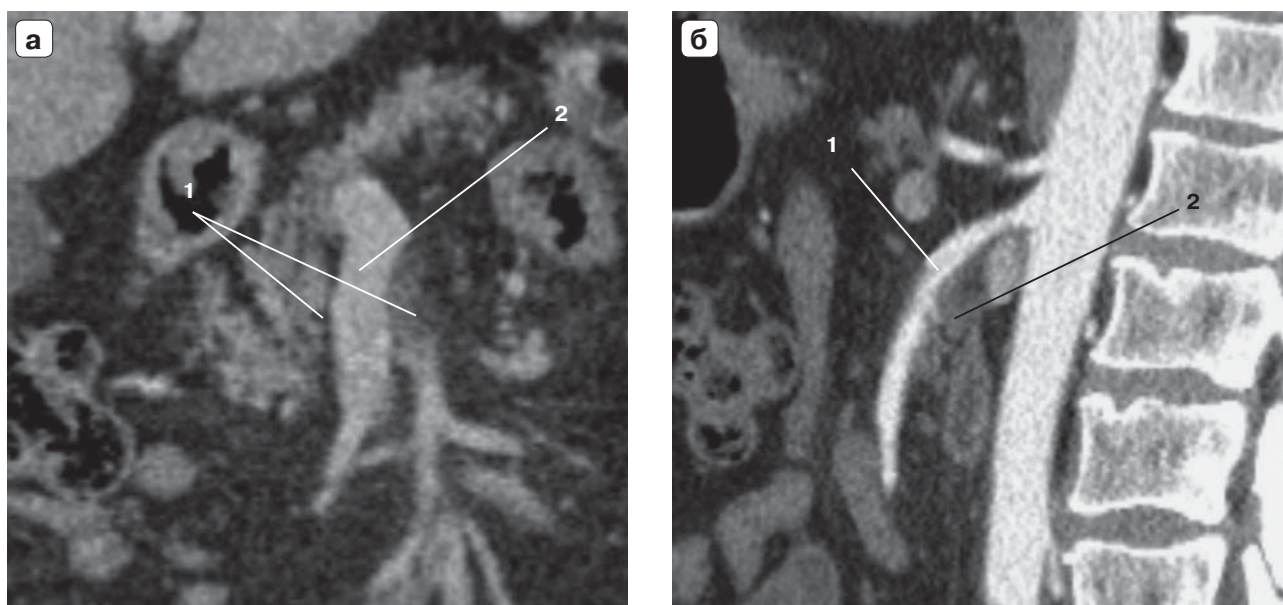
Компьютерные томограммы. Состояние опухоли после 12 курсов химиотерапии по схеме FOLFIRINOX: а – венозная фаза исследования, фронтальная проекция, 1 – опухоль, 2 – верхняя брыжеечная вена; б – артериальная фаза исследования, сагиттальная проекция, 1 – верхняя брыжеечная артерия, 2 – опухоль.
